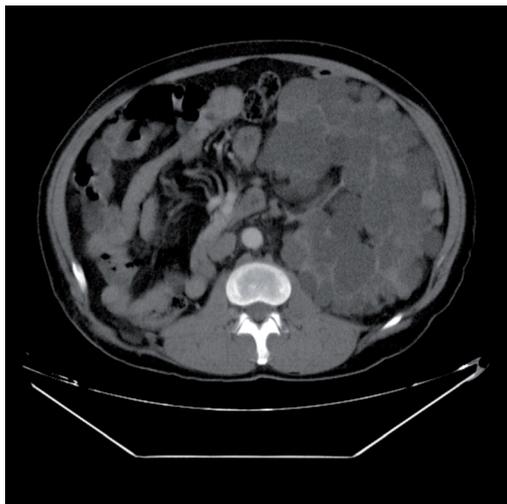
Poliquistosis renal izquierda. TC.
